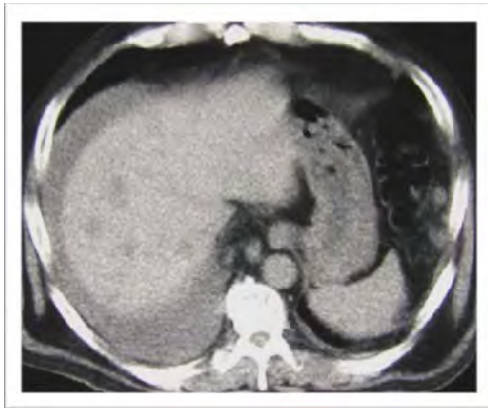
TAC abdomen en la cual muestra metástasis hepáticas y líquido de ascitis en paciente masculino de 46 años de edad.
